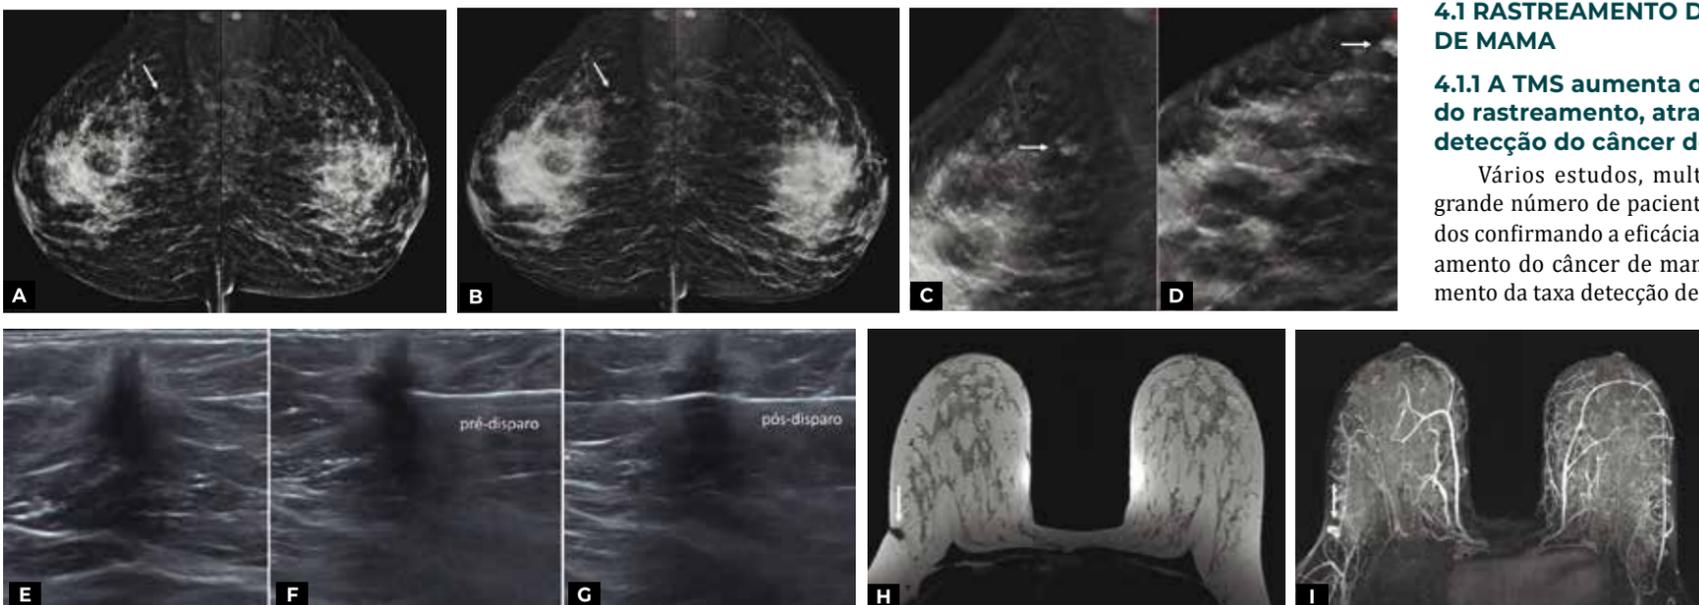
Paciente de 42 anos, assintomática, realizando o primeiro exame de rastreamento. Refere estar amamentando há 1 ano e 4 meses. Exame de mamografia digital (A) demonstra assimetria no terço posterior da mama direita (seta). Mamografia sintetizada (B) mostra com maior conspicuidade a lesão (seta), enquanto que os cortes de tomossíntese (C, MLO; D, CC), demonstram com maior clareza as margens espiculadas da lesão (seta). Exame de ultrassonografia (E) e biópsia percutânea (F, pré-disparo; G, pós-disparo) confirmaram o diagnóstico de carcinoma ductal invasor. Ressonância magnética para estadiamento pré-operatório confirmou a presença de lesão única (seta), além das alterações secundárias a amamentação (H, axial ponderado em T2; I, reconstrução MIP).
